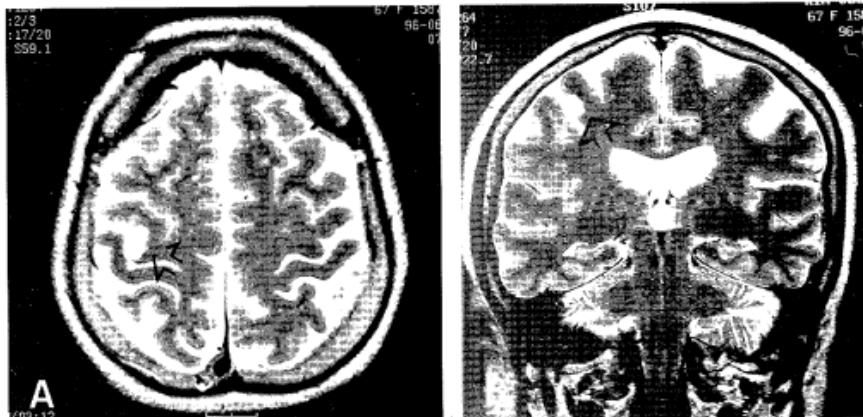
T2-weighted axial view of Brain MRI (A) shows well-defined high signal intensity which located in the posterior bank of the left precentral gyrus(arrow). The coronal section (B) shows the lesion running along the bottom of the central sulcus and affecting the precentral gyrus(arrow).
